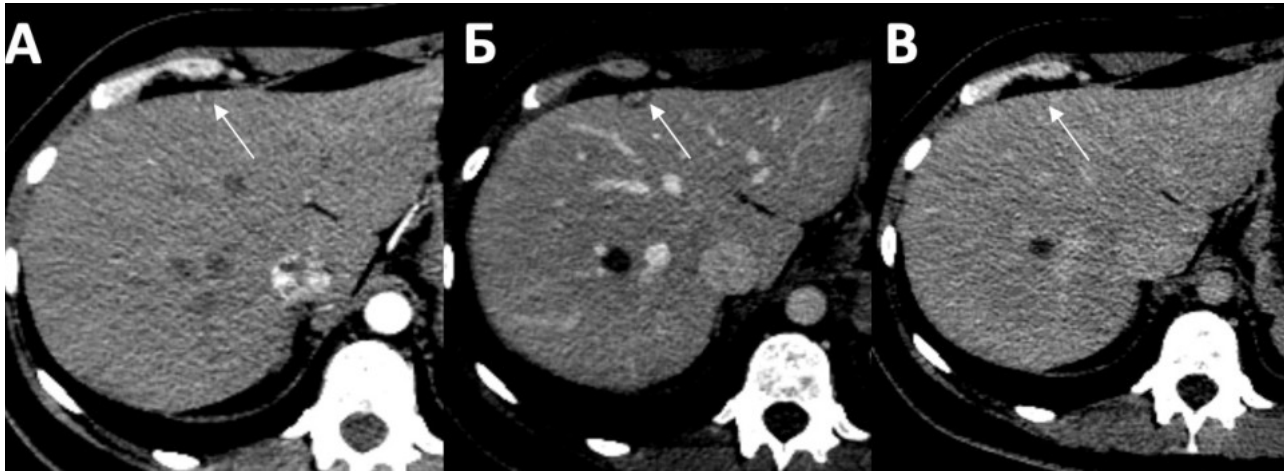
КТ. Типичный паттерн контрастирования гемангиомы в печени у пациента с КРР (стрелка): А — артериальная фаза — периферическое нодулярное накопление; Б — портальная фаза — постепенное центрипетальное заполнение; В — отсроченная фаза — плотность очага изоденсна паренхиме печени
